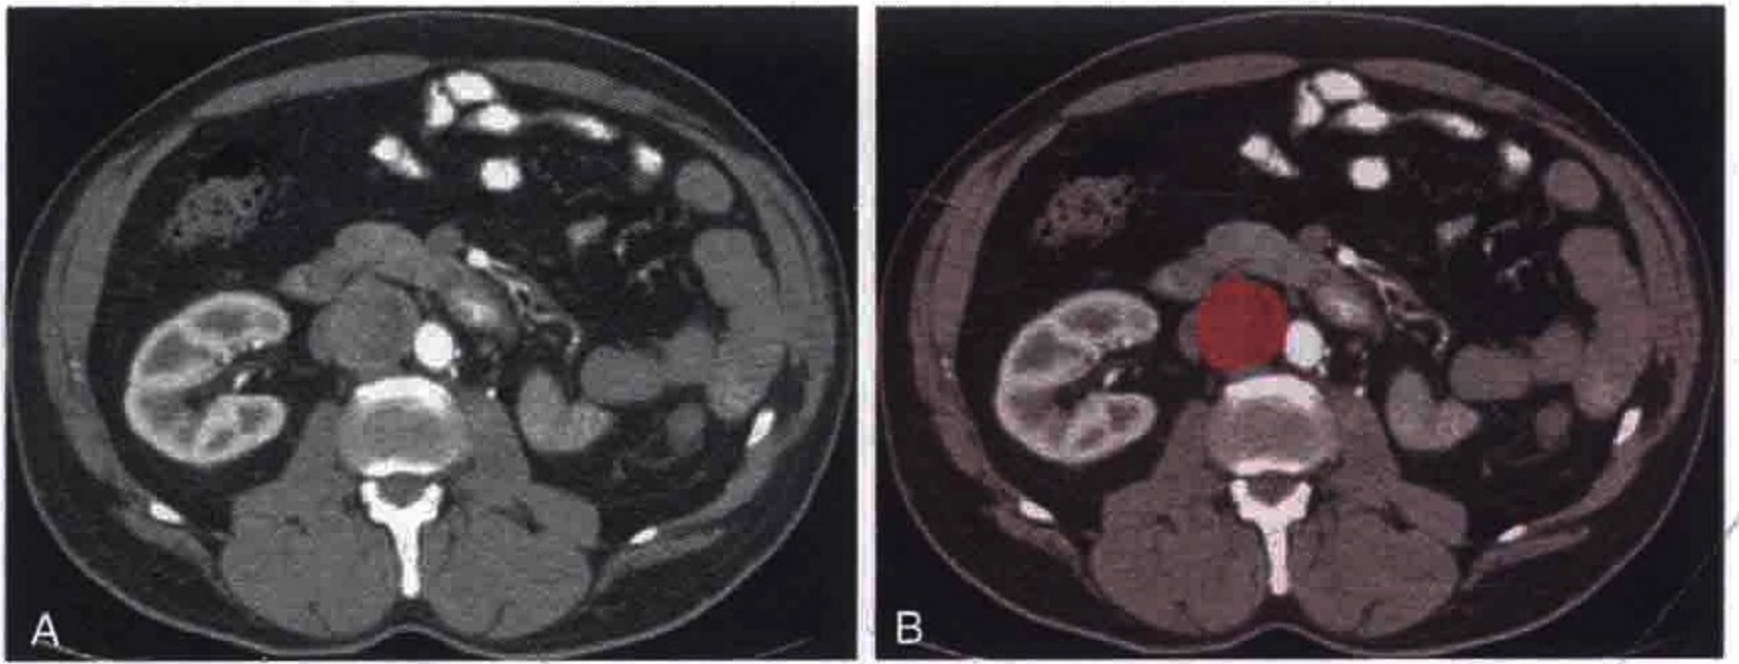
横轴位 CT 图像显示一位因肾细胞癌行左肾切除术后患者的主动脉与下腔静脉间肿大淋巴结，经穿刺活检证实为肾细胞癌转移 (红色)
